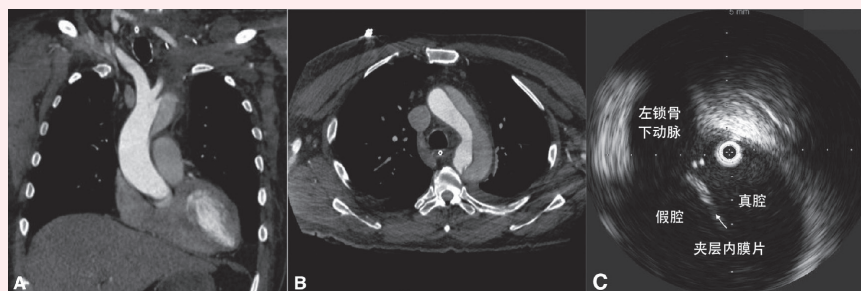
A, 术前冠状位的 CTA 扫描片。B, 术前轴位的 CTA 片。显示夹层逆行剥离至升主动脉远端，假腔持续开放。C, 术中血管腔内超声显示原发破口位于左锁骨下动脉开口附近。
